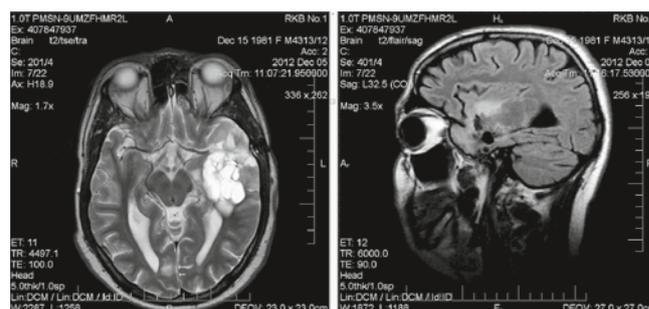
МРТ декабрь 2012
